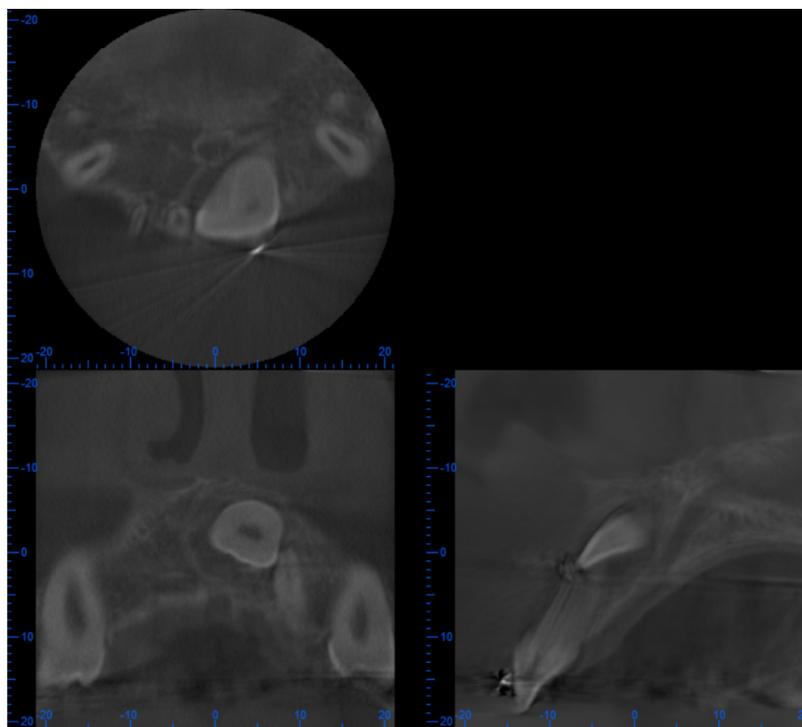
Tomografía de control postoperatorio donde se observa ausencia de zonas hiperintensas típicas del fibroma ameloblástico.
